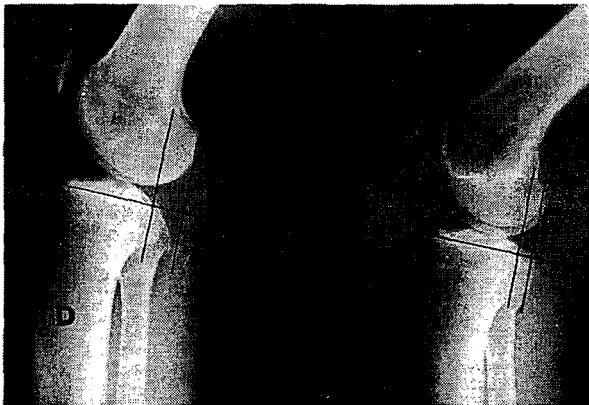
Initial stress x-rays using Telos device show more than 6mm difference between injured(right) and normal side knee.
